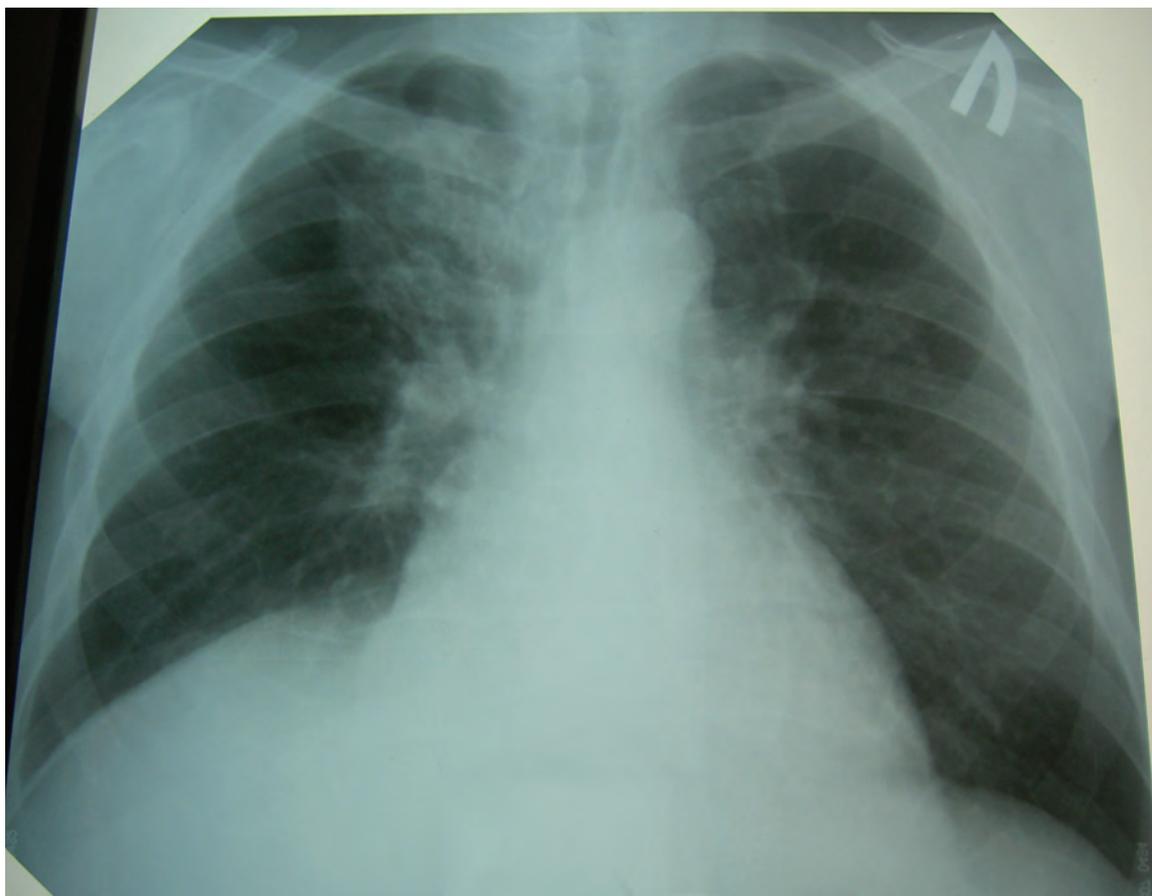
Рентгенограмма органов грудной клетки больного П. на 12-й день приема преднизолона 30 мг/сут
